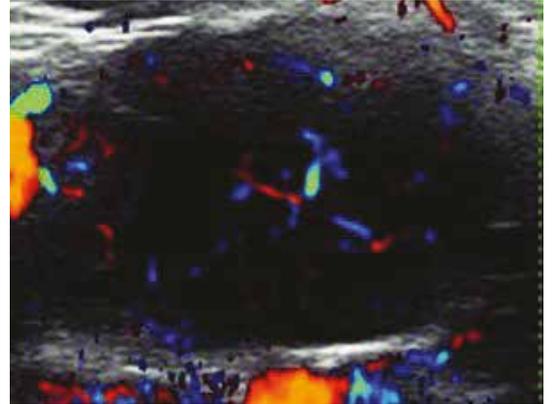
Doppler patologico
